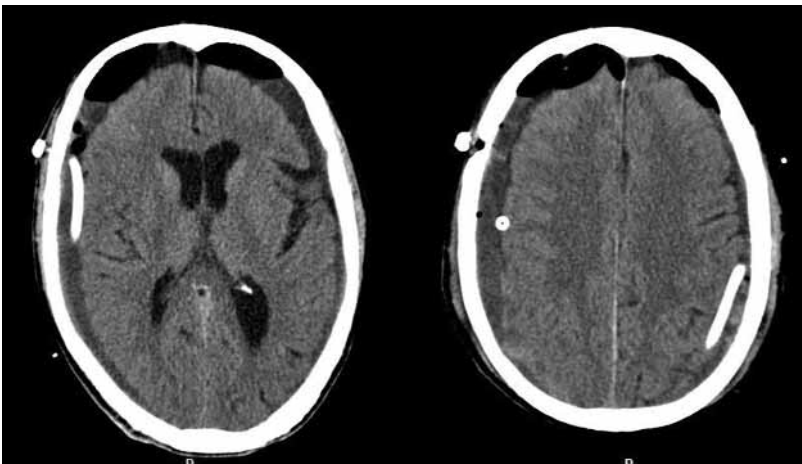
Cortes axiales de TC de un paciente en el postoperatorio inmediato de un hematoma subdural crónico bilateral. Obsérvese el neumocéfalos, secundario a la entrada de aire durante la intervención, y los catéteres de drenaje subdural bilaterales.
